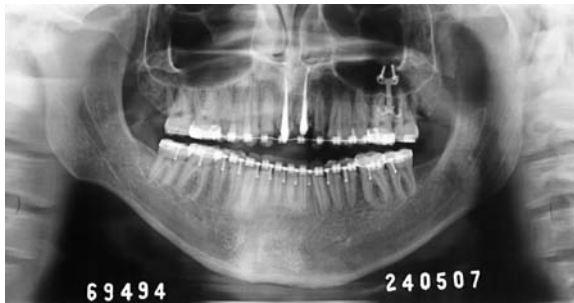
Radiografia panorâmica, mostrando o nivelamento do plano oclusal superior com a utilização de miniplacas.
